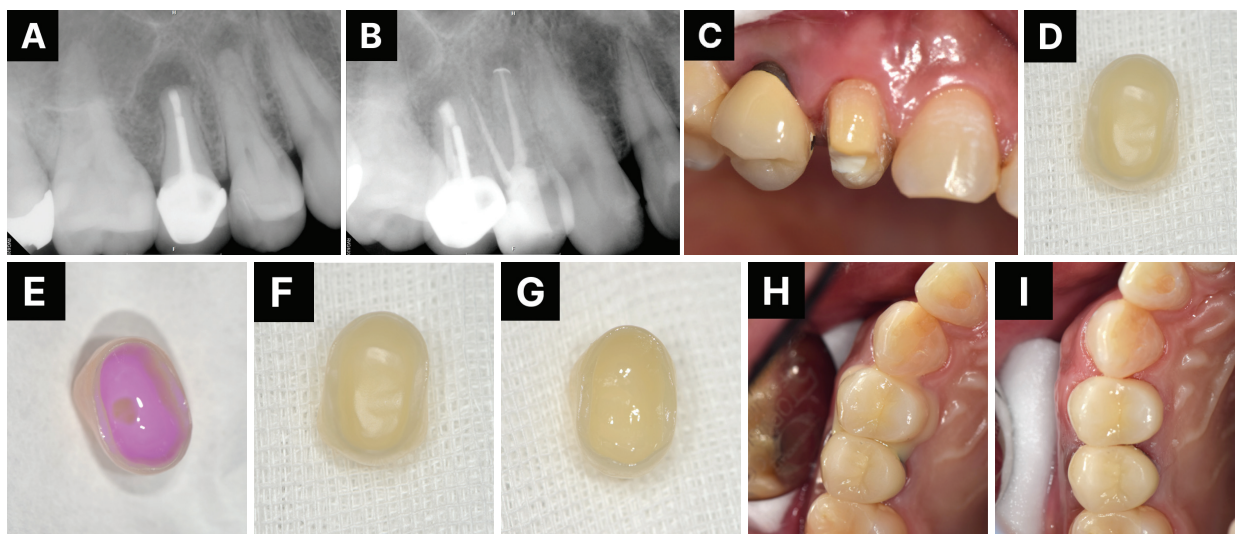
Clinical cementation procedure for a zirconia crown. A. Preoperative radiograph. B. radiograph after root canal treatment. C. prepared tooth with application of universal adhesive. D. internal surface of the zirconia crown. E. cleaning of the internal surface after try-in. F. internal surface after sandblasting, cleaning, and drying. G. internal surface after application of zirconia primer. H. final cementation with resin cement. I. final result after removal of excess cement.
